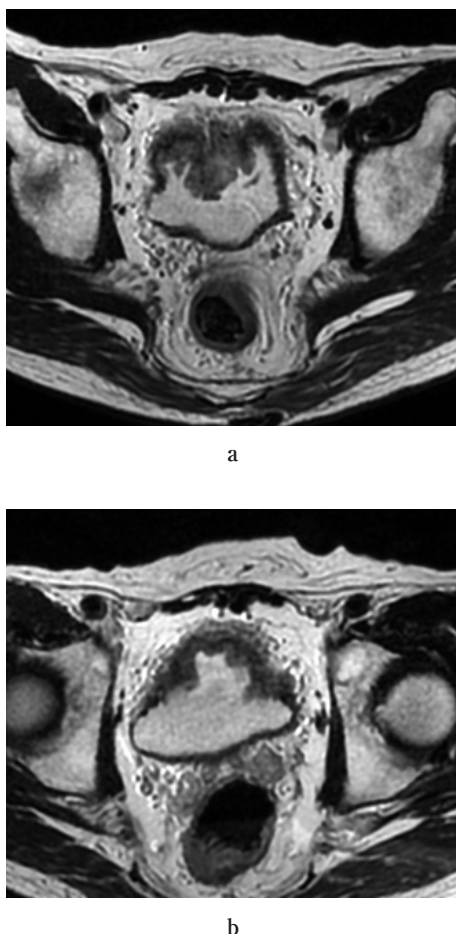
MRI T2WI images of No.3 patient
